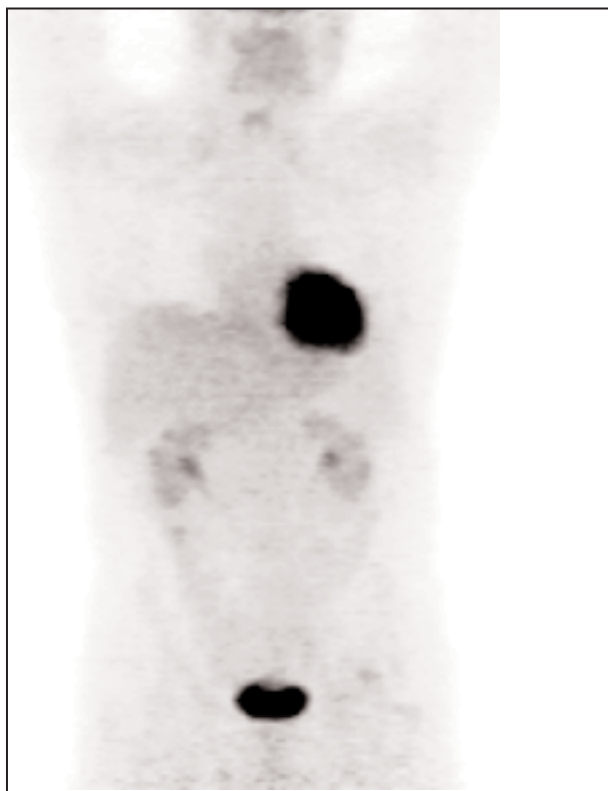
Patient en rémission complète confirmée par la TEP. Accumulation physiologique du ^{18}F -FDG au niveau du cœur, des reins et de la vessie.
